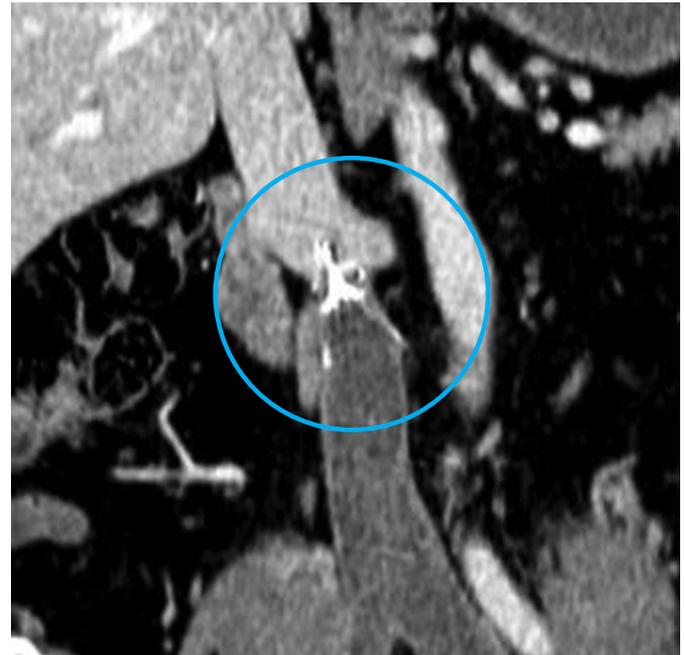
Компьютерная томография через месяц после начала консервативной терапии. Показано расположение тромба и кава-фильтра в НПВ относительно почечных вен
